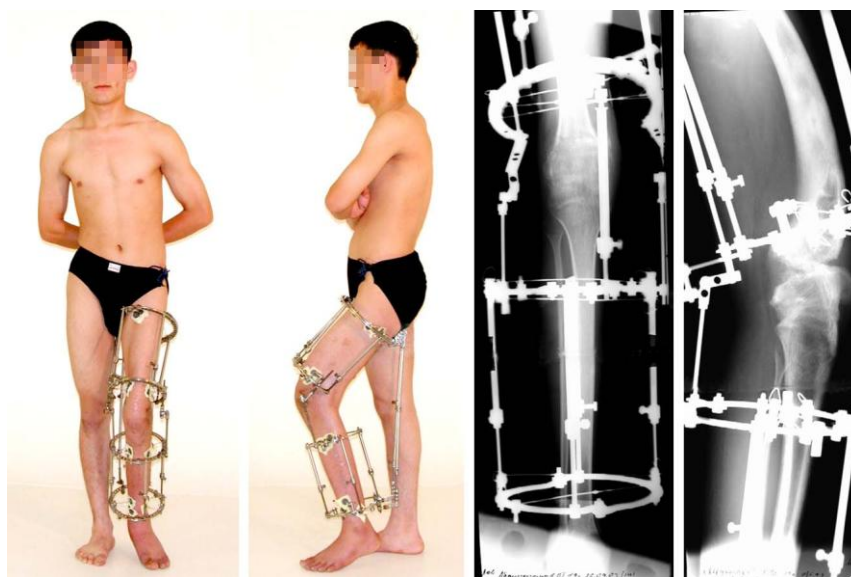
Больной А., его рентгенограммы в процессе остеосинтеза
